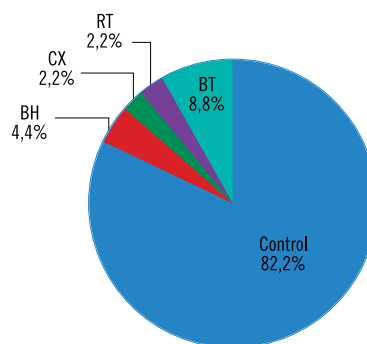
Evolución de pacientes en vigilancia: BH, bloqueo hormonal; CX, cirugía; RT, radioterapia; BT, braquiterapia.
